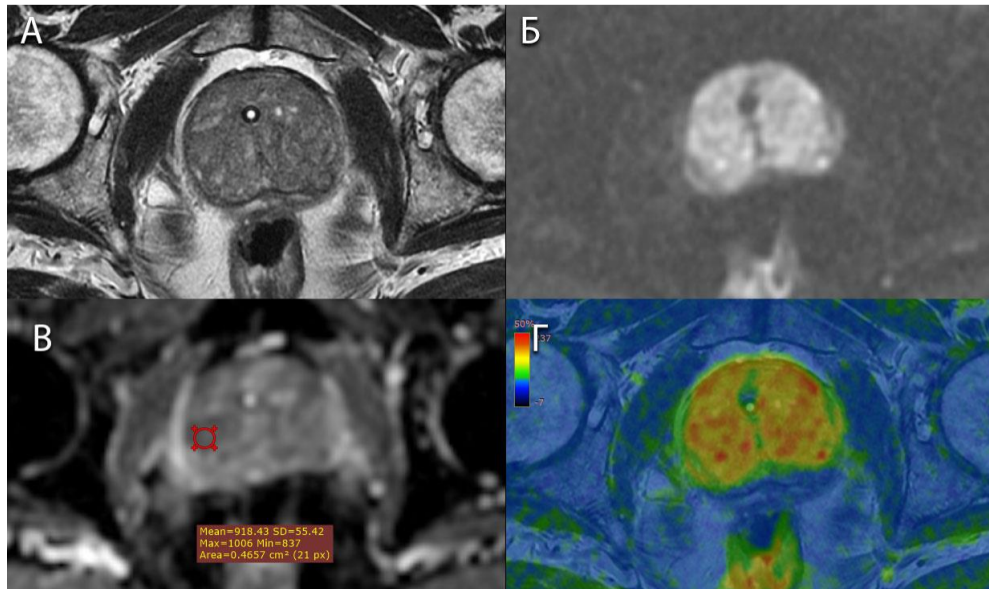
МРТ простати, той же хворий, аксіальні зображення. А: T2-ЗЗ FRFSE; Б: дифузійно-зважене зображення (ДЗЗ), ділянки найбільшого обмеження дифузії мають найсвітліше представлення; В: ВКД-карта, ОЗ (червоний круг) розташована над зоною найбільшої гіпоінтенсивності МР-сигналу, показник ВКД складає  $0,92 \times 10^{-3} \text{ мм}^2/\text{с}$ ; Г: карта фузії T2-ЗЗ та ДЗЗ, червоному кольору відповідають ділянки найбільшої рестрикції дифузії.
